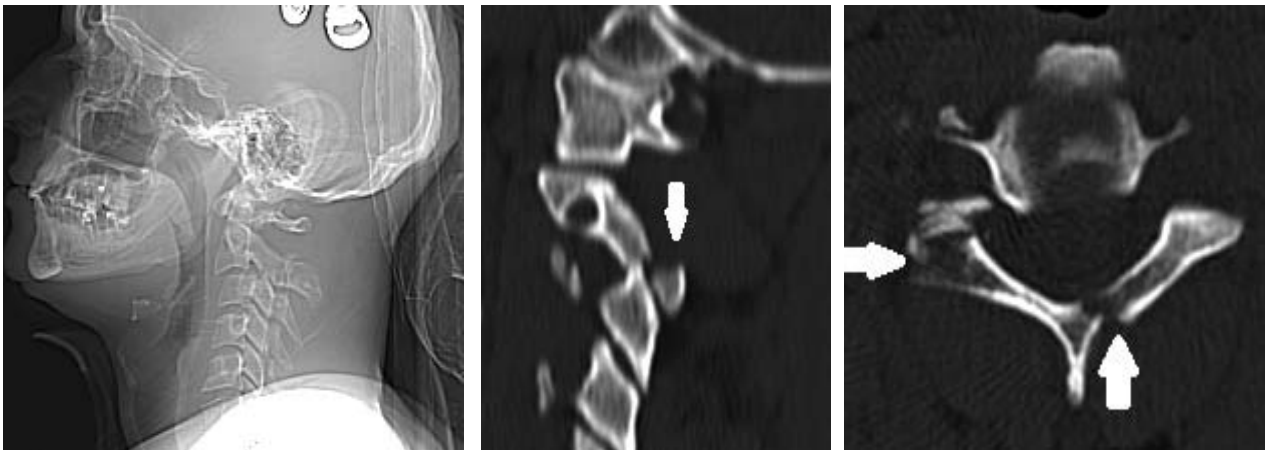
Больной С., 33 лет. Фотоотпечатки с СКТ-томограмм. Определяется система скелетного вытяжения, уменьшение смещения С2 позвонка кпереди до $\frac{1}{2}$ поперечника, соскальзывание его устранено, переломовывих дугоотростчатого сустава С2-С3, нарушение конгруэнтности в суставе С2-С3 слева, перелом дужки С2 позвонка и основания остистого отростка.
